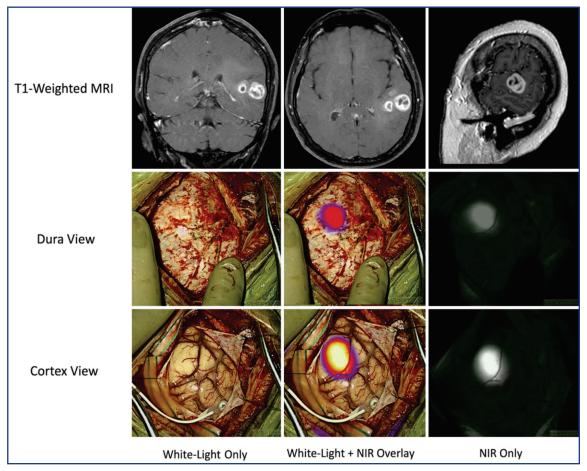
В верхнем ряду изображены MPT томограммы пациента с мультиформной глиобластомой в T1 режиме с контрастированием Гадолинием (T1-Weighted MRI). Во втором и третьем ряду изображены снимки в белом свете (White-Light Only) и при флюороскопии с использованием «второго окна ICG» при белом свете в комбинации с инфракрасным излучением (White-Light + NIR Overlay) и только инфракрасным излучением (NIR Only). Во втором и третьем ряду представлены снимки до (Dura View) и после дуротомии (Cortex View) [16]
